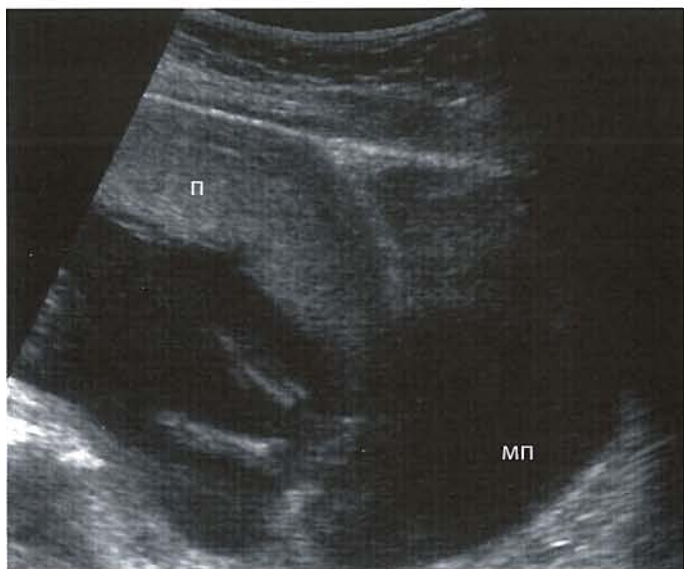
При УЗИ в 20 недель было установлено низкое расположение плаценты. При повторном сканировании в 34 недели установлено, что плацента расположена в верхнем сегменте, что подтверждает низкую прогностическую значимость сканирования в более ранний срок. МП — мочевой пузырь; П — плацента
